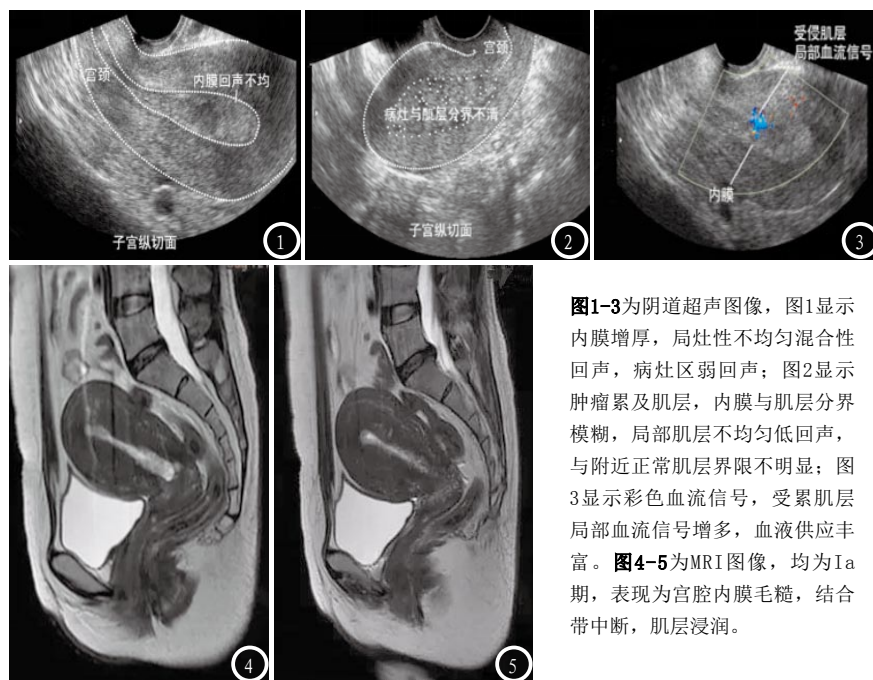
3为阴道超声图像，图1显示内膜增厚，局灶性不均匀混合性回声，病灶区弱回声；图2显示肿瘤累及肌层，内膜与肌层分界模糊，局部肌层不均匀低回声，与附近正常肌层界限不明显；图3显示彩色血流信号，受累肌层局部血流信号增多，血液供应丰富。图4-5为MRI图像，均为Ia期，表现为宫腔内膜毛糙，结合带中断，肌层浸润。
